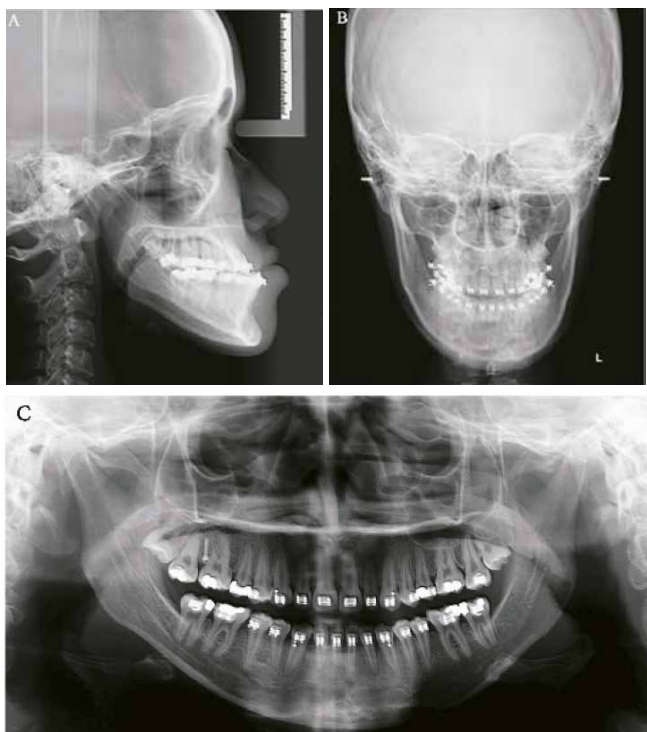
Pre-surgical lateral cephalogram (A), posteroanterior cephalogram (B), and panoramic radiograph (C)
